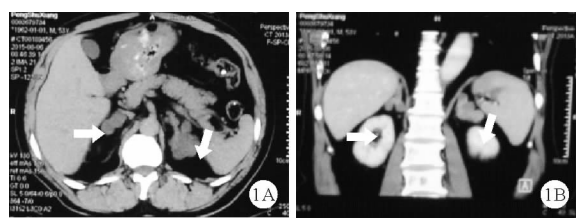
患者的肾上腺增强CT检查结果(A:横切面;B:冠状面)
